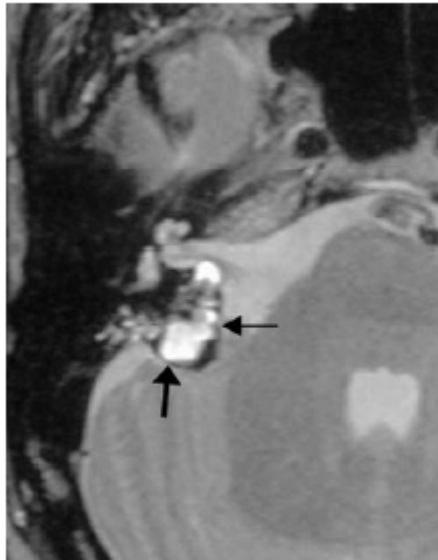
Aspect en IRM d'un adénome papillaire, séquence axiale passant par le MAI, formation hétérogène (flèche) multiloculaire avec logettes en hypersignal entourée d'un halot en hyposignal comprimant le paquet acoustico-facial
